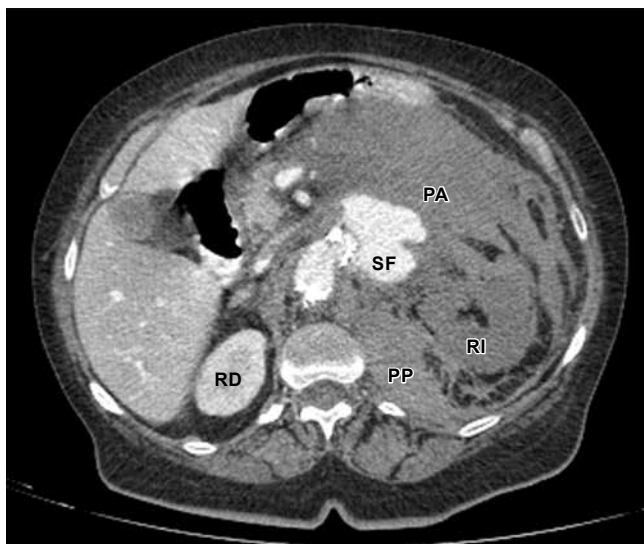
Corte axial de la tomografía que muestra el sitio de fuga (SF) hacia el retroperitoneo; se aprecia ocupación del espacio pararenal anterior (PA) y posterior (PP) por el hematoma contenido. Riñón izquierdo (RI) congestivo, hipoperfundido y sin reforzamiento durante las fases contrastadas, comparado con el riñón contralateral (RD).
